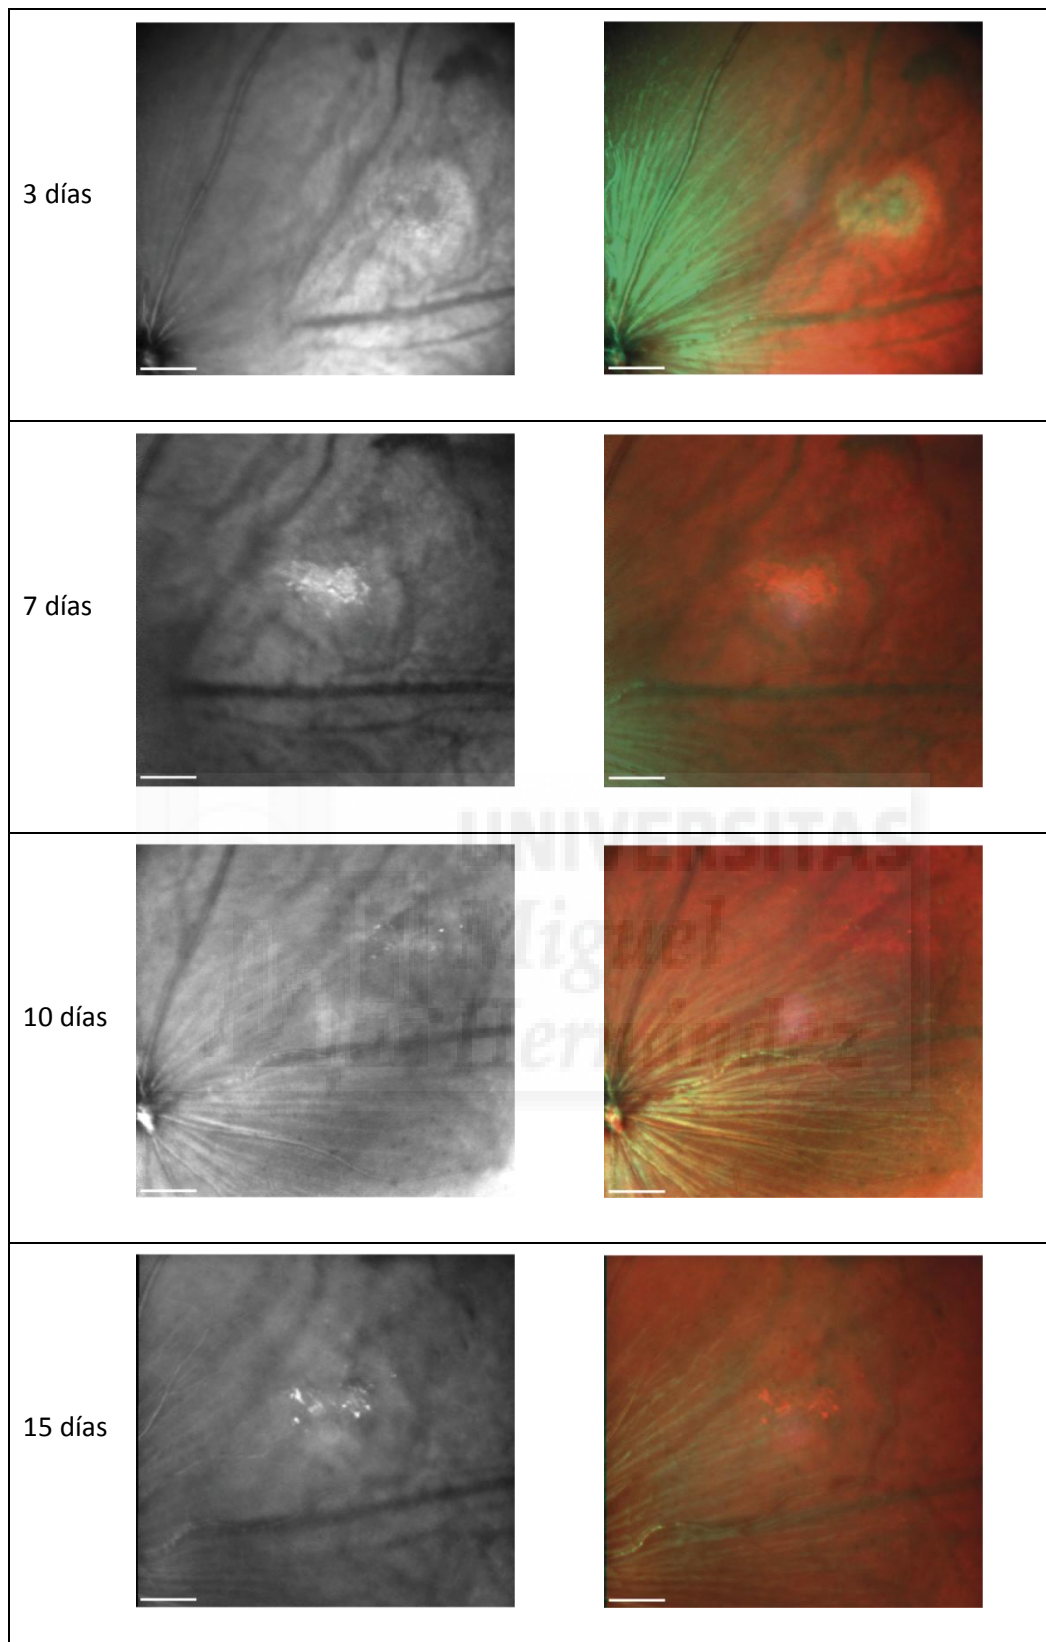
Evolución de la lesión con láser a 10,5cm. Imágenes tomadas por tomografía de coherencia óptica. A la izquierda se muestran las imágenes generadas por el uso del láser infrarrojo y a la derecha las imágenes multicanal. En las imágenes de multicanal se observa el descenso de la inflamación tras 3, 7, 10 y 15 días desde el día de lesión. Barra de escala: 200 μ m.
